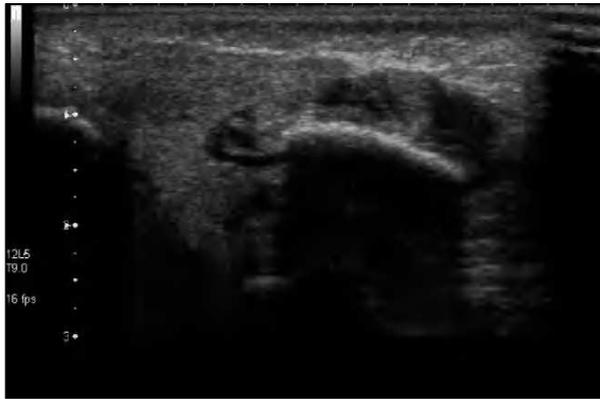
Ecografía de la parótida derecha de la paciente 1, en la que se visualiza aumento difuso del tamaño de la glándula parótida.
